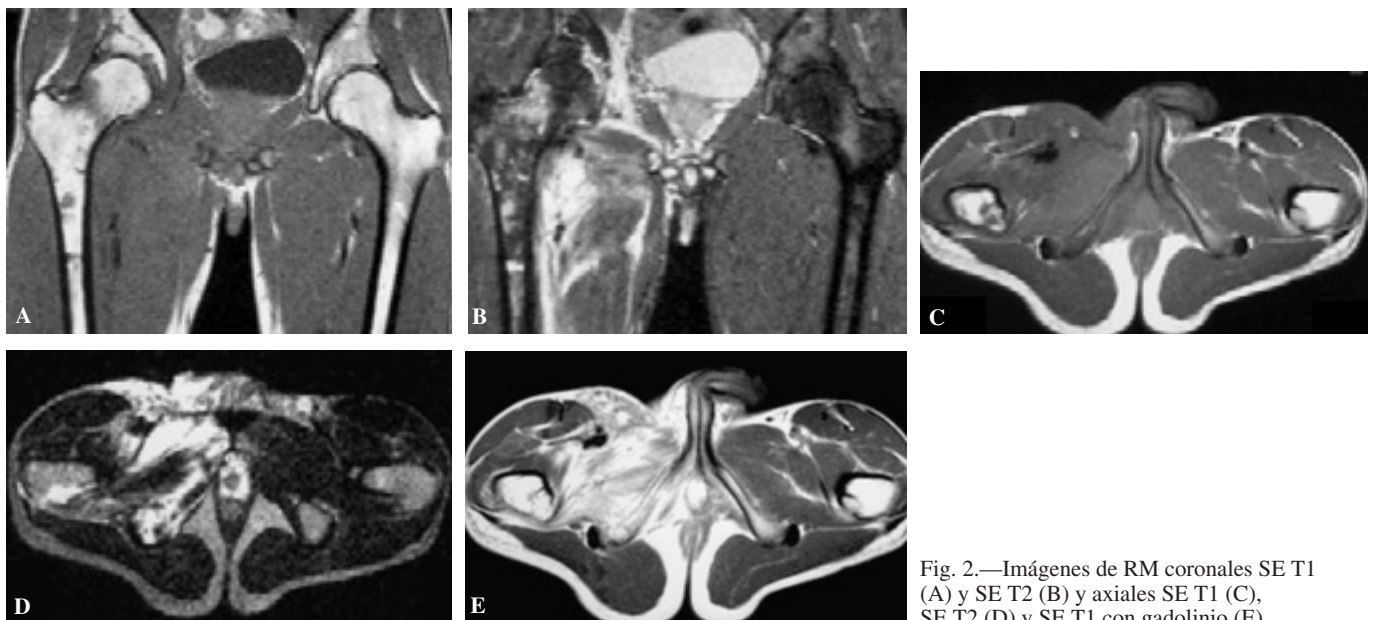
Imágenes de RM coronales SE T1 (A) y SE T2 (B) y axiales SE T1 (C), SE T2 (D) y SE T1 con gadolinio (E).
